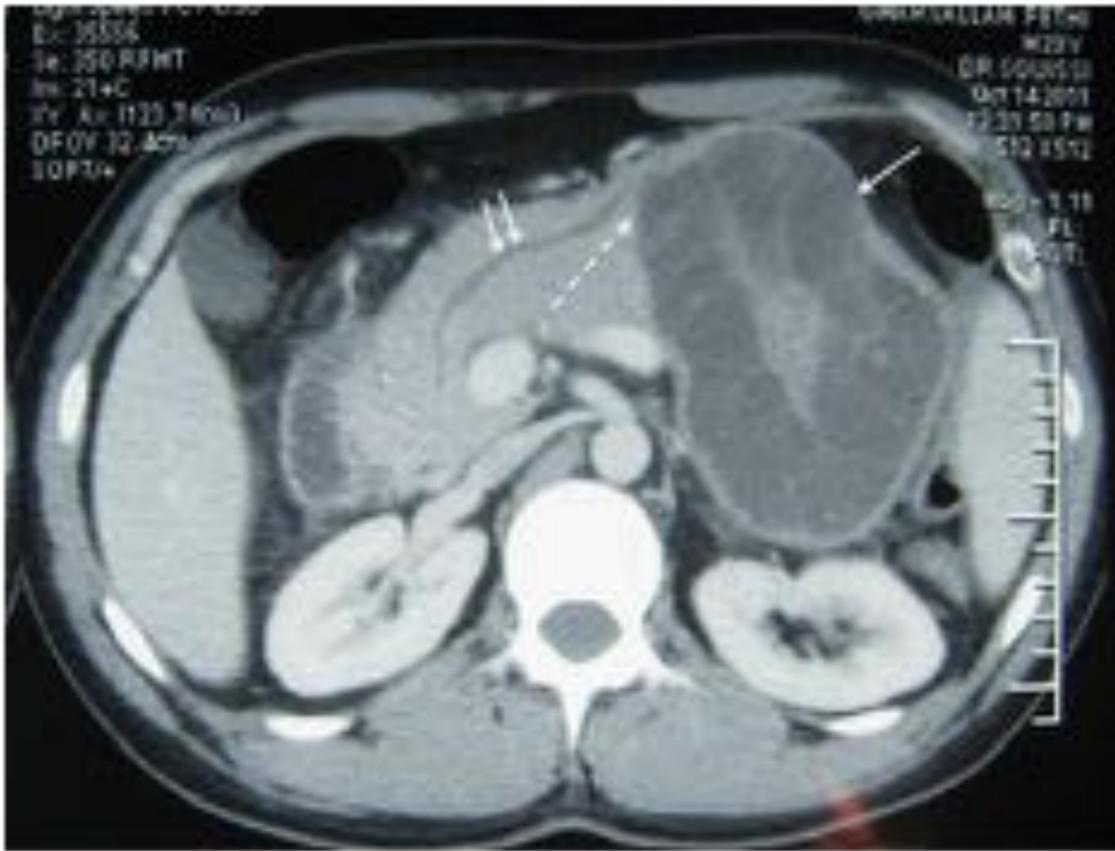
Abdominal CT-scan shows a pancreatic cystic mass of 10 cm, with a clean and calcified wall and containing daughter cysts (one arrow). The main pancreatic duct is dilated (two arrows). Between the main pancreatic duct and the cyst, abdominal CT-scan shows a detachment of the hydatid membrane in the pancreatic cyst (dotted arrow).
